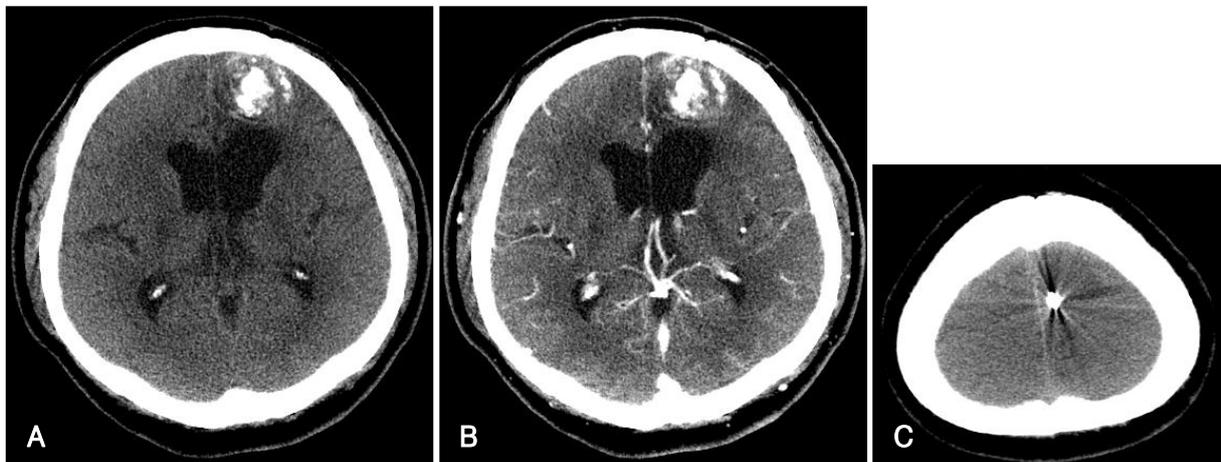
Computed tomography scans revealing 4×3×2 cm mass (A) showing no contrast-enhancement (B) in the left frontal lobe with a metallic foreign body in the parietal lobe (C).
